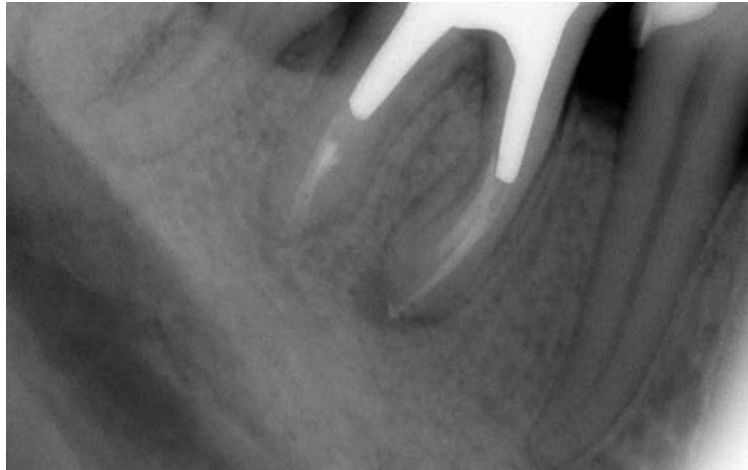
Прицільний внутрішньоротовий рентгенівський знімок пацієнтки С., 43 роки після ендодонтичного лікування хронічного апікального періодонтиту зуба 4.6 через 4 місяці.
